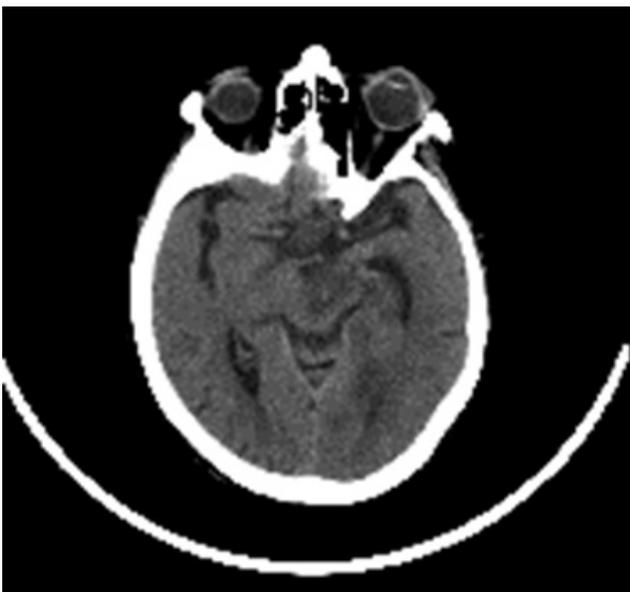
TAC cerebral simple, proyección axial, muestra áreas de hipodensidades en mesencéfalo y en región occipital izquierda compatible con isquemia, con área de transformación hemorrágica en mesencéfalo.
